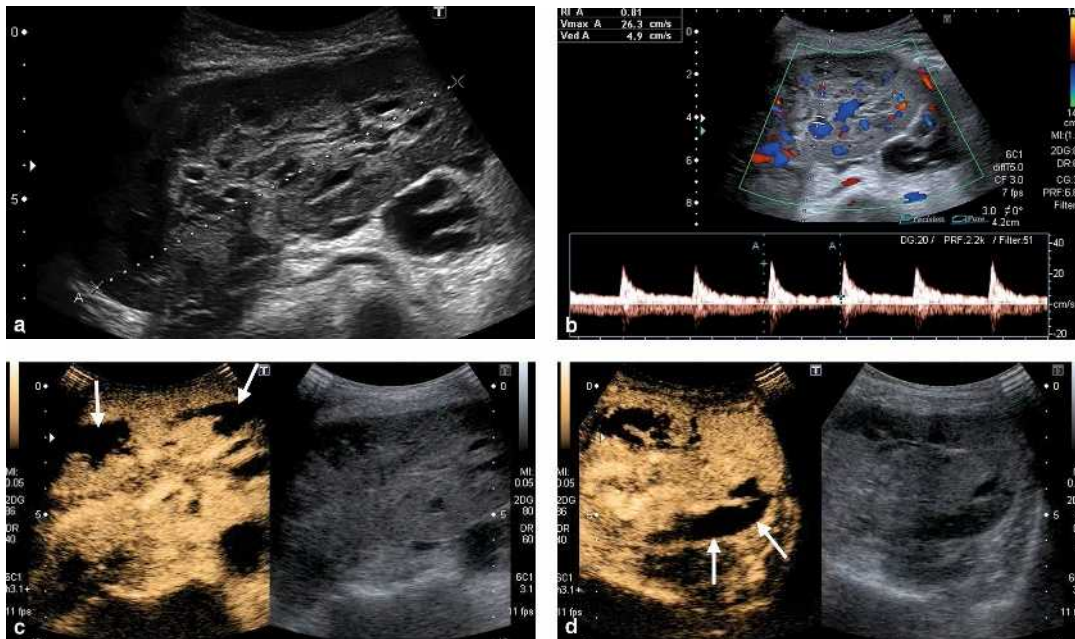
Insuffisance rénale aiguë chez une patiente greffée à 1 an et présentant un greffon douloureux sans contexte infectieux. L'échographie de contraste est réalisée devant la pauvreté de la vascularisation corticale. a et b) L'échographie conventionnelle montre, en mode B (a), un greffon augmenté de taille sans dilatation des cavités pyélocalicielles et, en mode Doppler couleur (b), une altération profonde des flux corticaux avec un index de résistance mesuré dans le sinus modérément augmenté à 0,81. c et d) Après injection de SonoVue®, il existe de multiples défauts corticaux antérieurs et postérieurs (flèches), sans nécrose de la médullaire, témoignant de la nécrose corticale.
